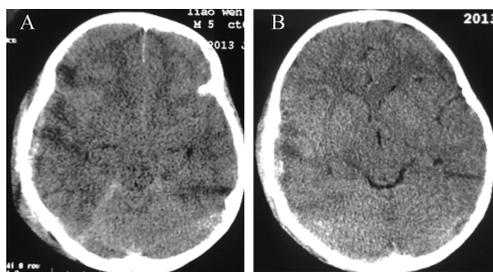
典型病例 患儿男, 5 岁, 因高处坠落伤 5 h 入院。A: 急诊头部 CT 提示右颞部硬膜下血肿, 弥漫性轴索损伤, 外伤性蛛网膜下腔出血, 弥漫性脑肿胀, 环池显示不清。B: 入院后在常规治疗基础上予以高压氧治疗 1 疗程, 头部 CT 复查提示脑肿胀较前减退, 环池结构清晰
